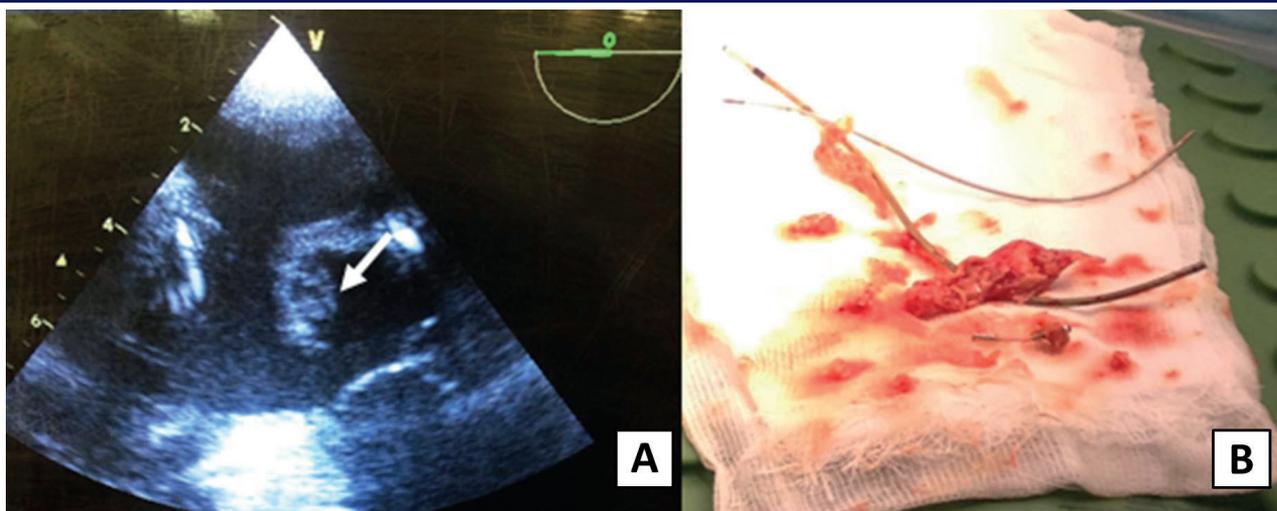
Чреспищеводное эхокардиографическое исследование и интраоперационные данные: А — визуализируется большая вегетация в правом предсердии по данным чреспищеводной эхокардиографии; В – интраоперационная экстракция электрода с вегетацией на предсердной части до 5 см (© ФГБУ «НМИЦ Хирургии им. А.В. Вишневого» МЗ РФ, 2017 г.)
